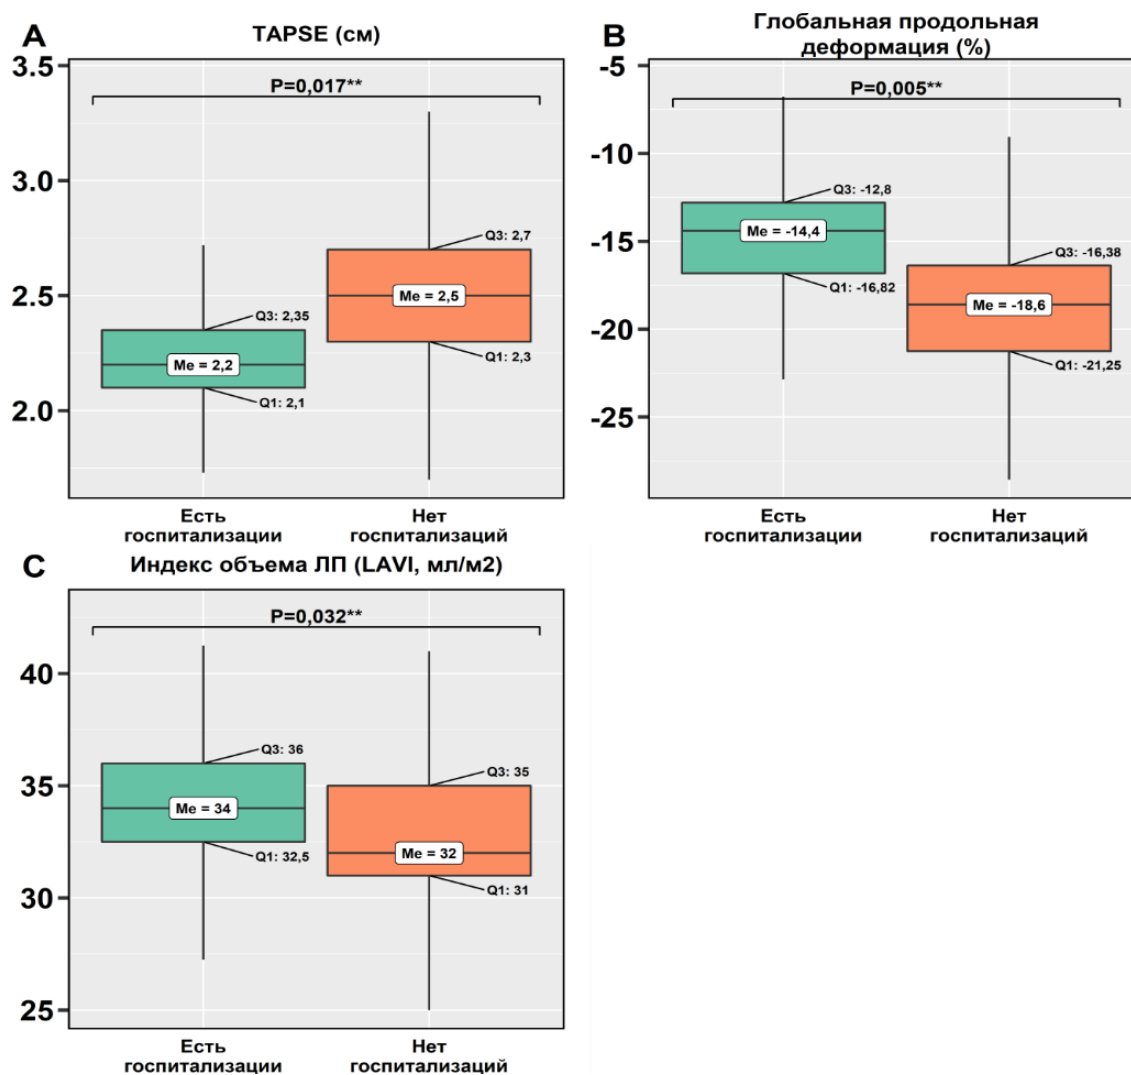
Сравнение пациентов по исследуемым эхокардиографическим показателям в зависимости от наличия госпитализаций
